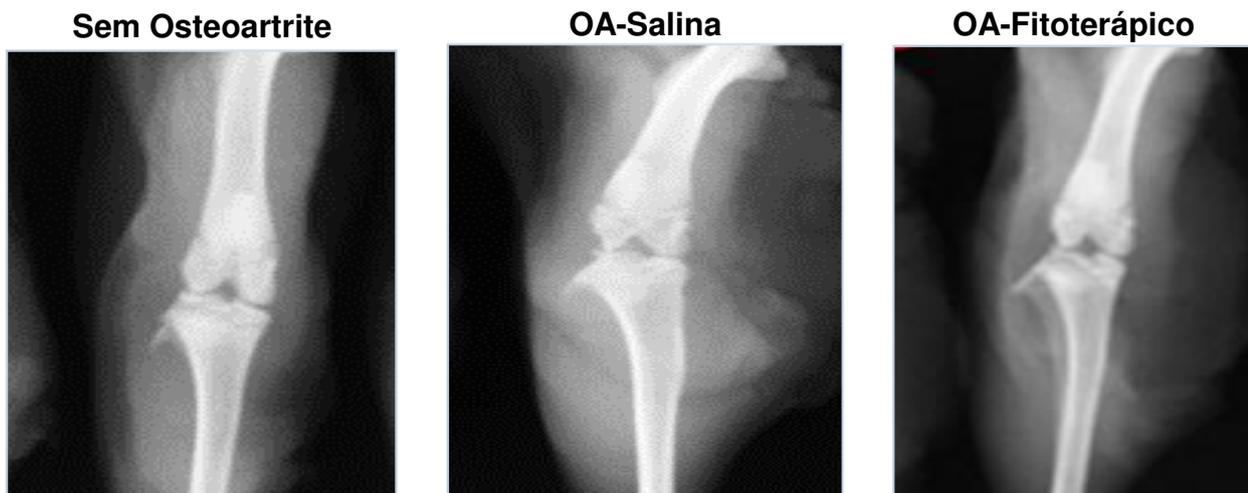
Radiografias de joelho na projeção Antero-Posterior, em modelo experimental de osteoartrite induzida por MIA.
